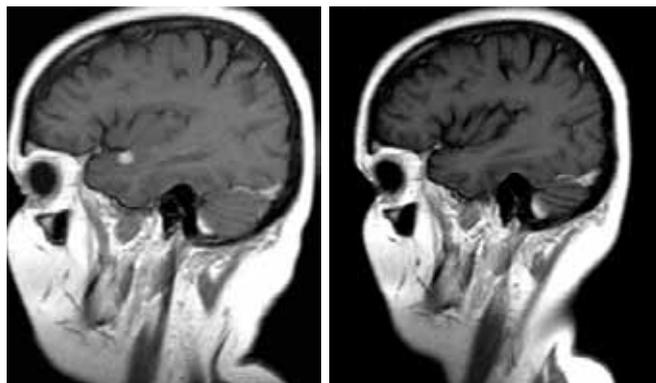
МРТ больной Г. до и после проведения 6 курсов капецитабина. Один из 2 метастазов
